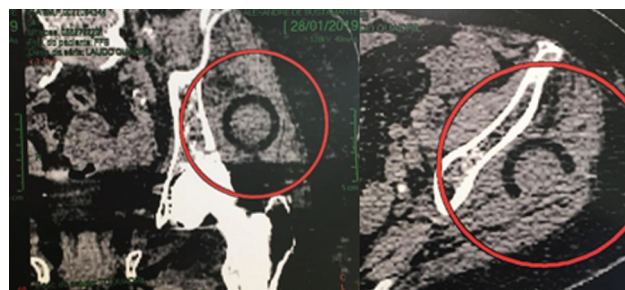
(A) Corte coronal da tomografia computadorizada. Círculo vermelho evidencia componente de polietileno nos tecidos moles. (B) No corte axial, círculo vermelho evidenciando polietileno.
